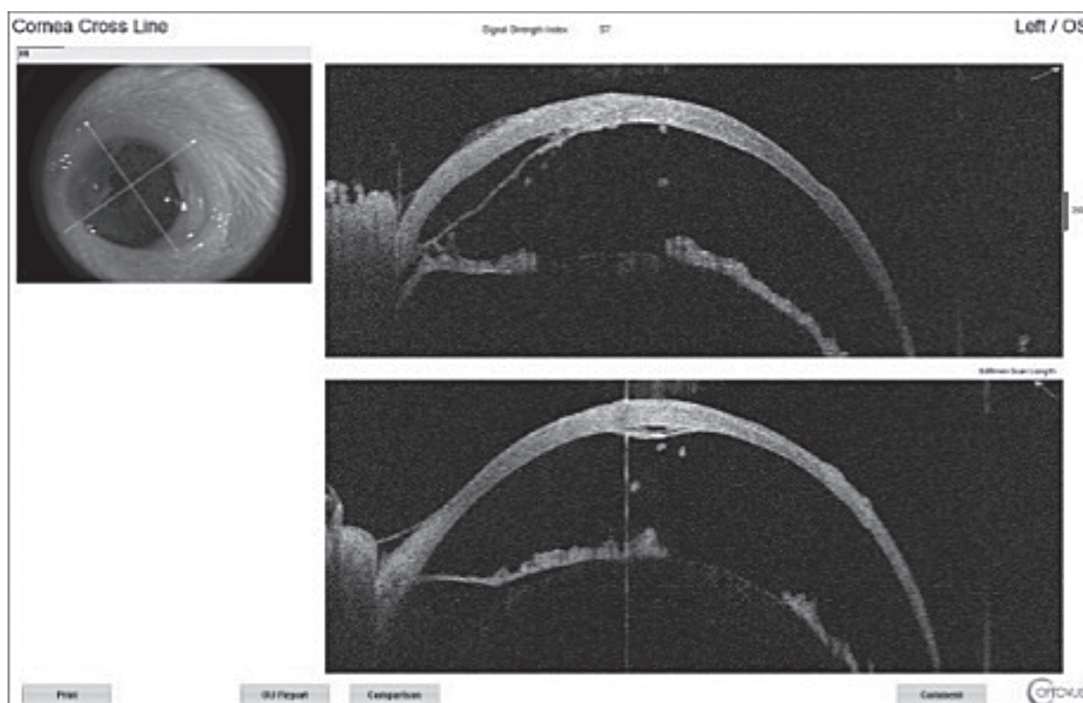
Модель ожога. 30-е сутки. Оптическая когерентная томография.
